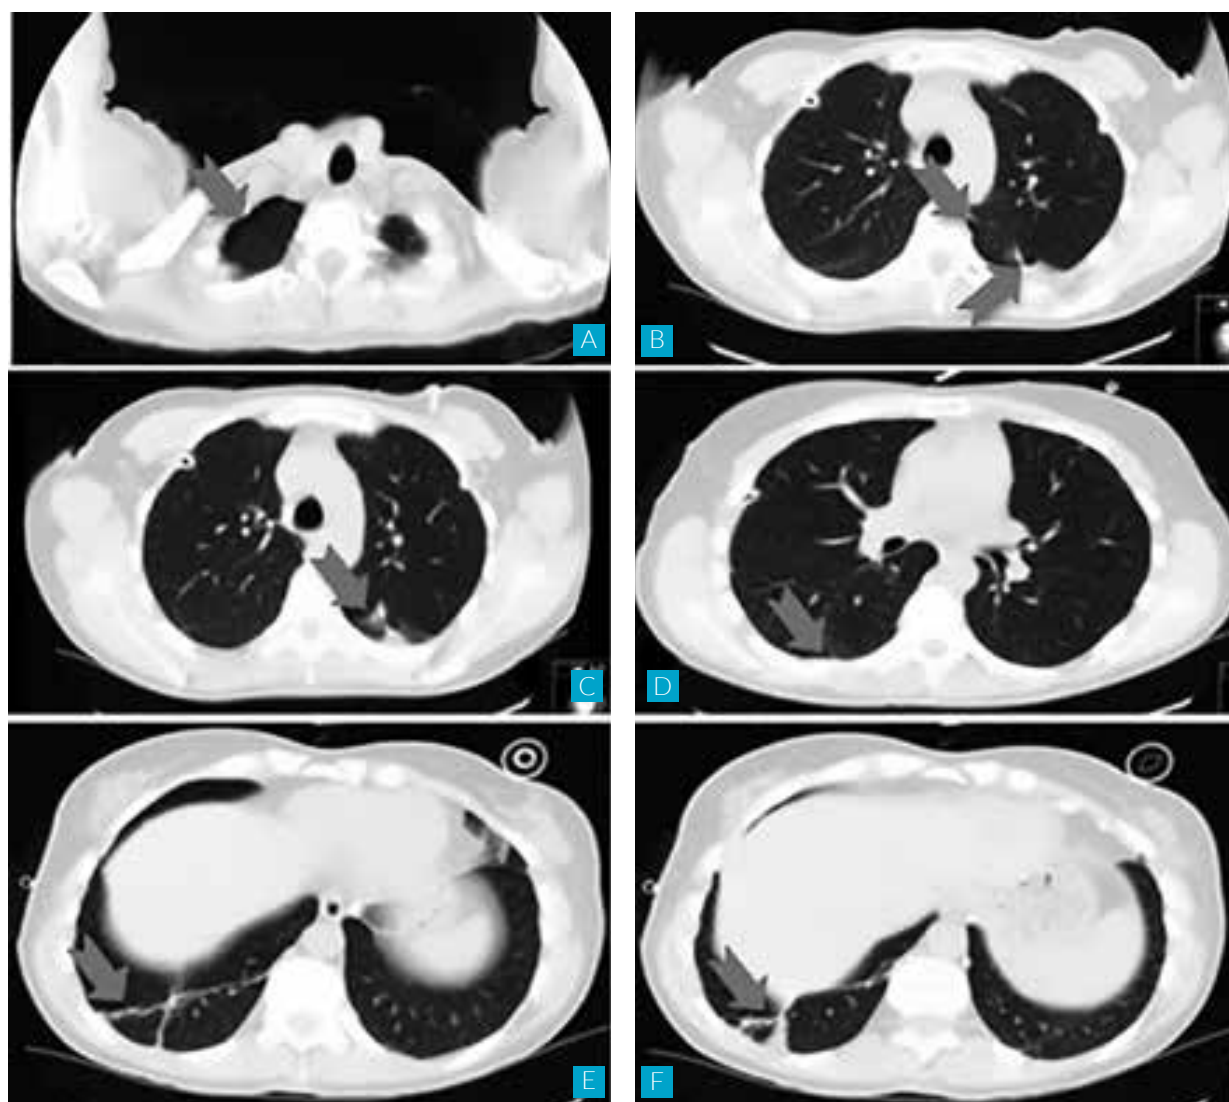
TC demonstrando um pneumotórax residual à direita (A), duas pequenas bolhas à esquerda (B), paquipleurite à direita (D e E) e fibrose pulmonar bilateral residual C e F).
